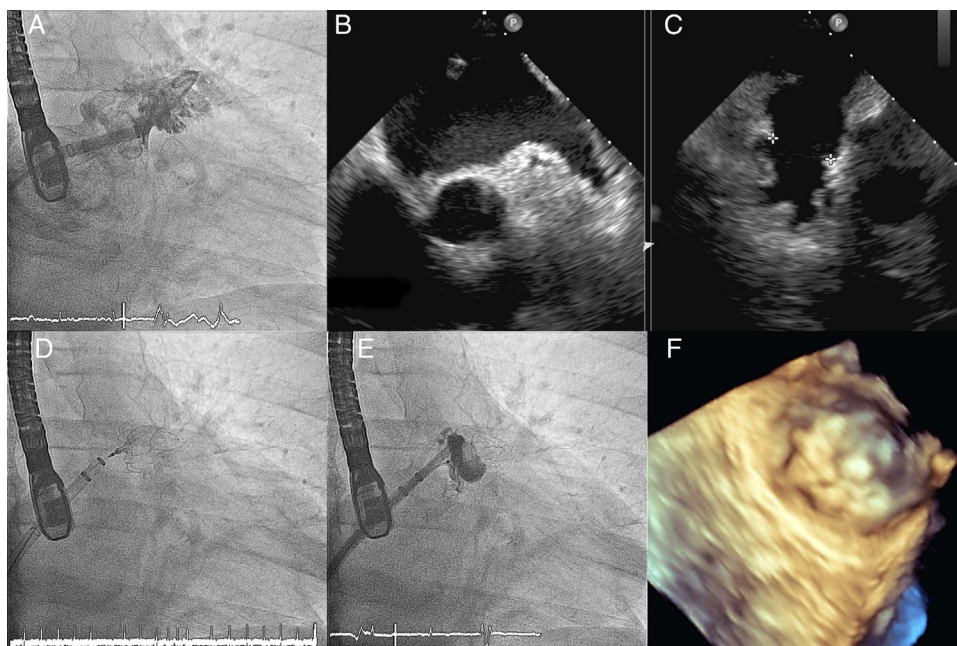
Imagen de orejuela auricular izquierda: angiografía (A: OAD 30°-caudal 20°) y ecocardiograma transesofágico (B: corte a 45°; C: corte a 135°). Colocación de dispositivo Watchman (D), que ocluye la orejuela (E: angiografía; F: ecocardiograma transesofágico 3 D).
